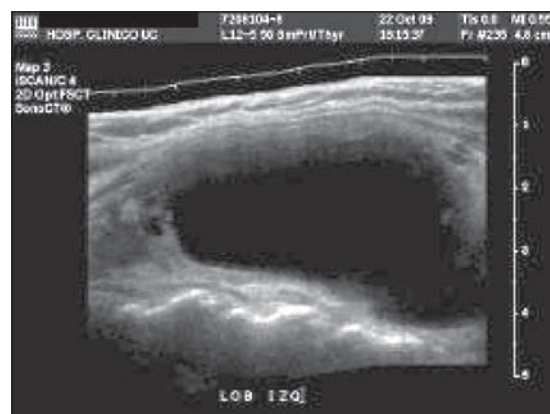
Ecografía cervical que muestra un gran nódulo del lóbulo derecho de la tiroides, de aspecto quístico.
